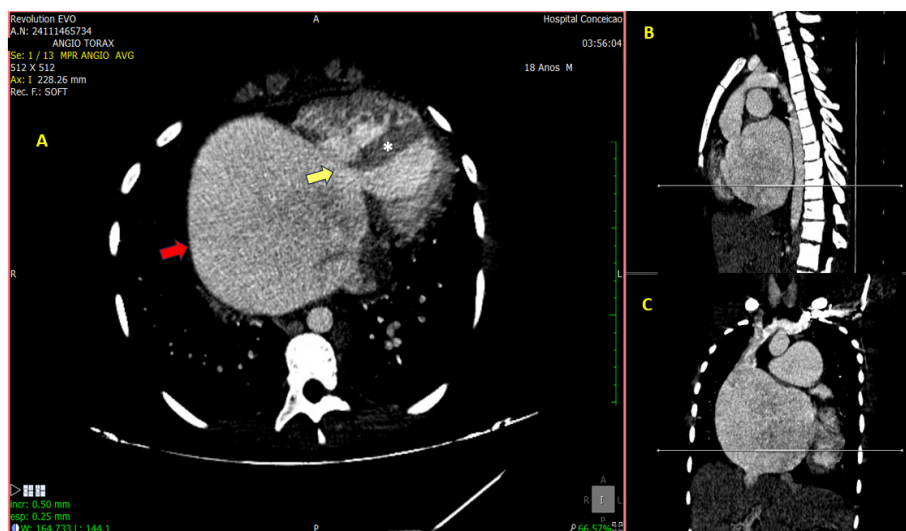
Tomografia computadorizada de tórax com reconstrução multiplanar: A) Corte transversal com importante cardiomegalia e presença de defeito AV. A seta vermelha identifica átrio único, com aumento importante de suas dimensões. A seta amarela mostra o DSAV. O asterisco identifica o septo interventricular íntegro. B) Corte sagital mostrando dilatação da artéria pulmonar. C) Corte coronal.
